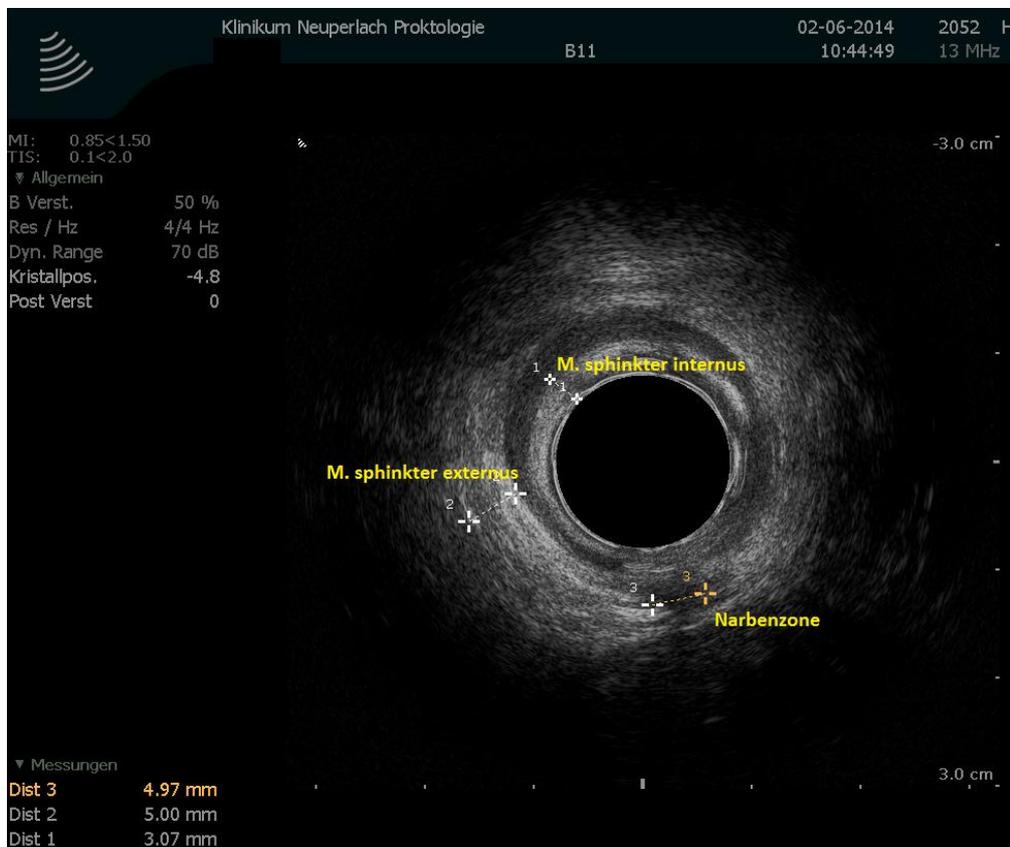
Endosonographie
